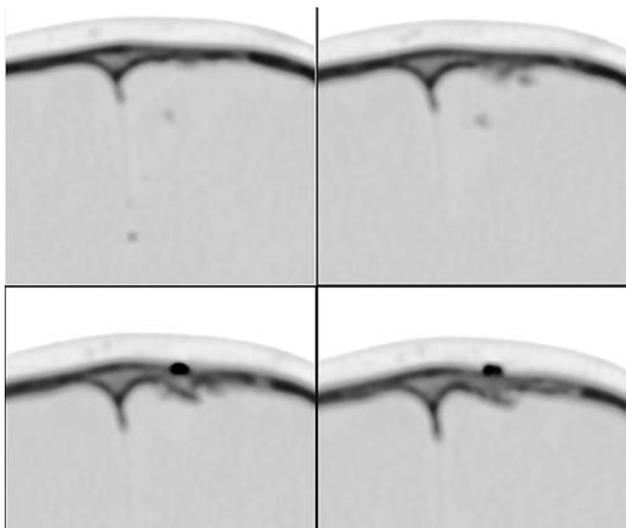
МСКТ-изображение view inverse в режиме костного окна, серия аксиальных срезов. Определяется травматическая деструкция лобной кости слева в виде дырчатого вдавленного перелома. Фрагмент пули, застрявший у кости. Костная «пыль» по ходу раневого канала
